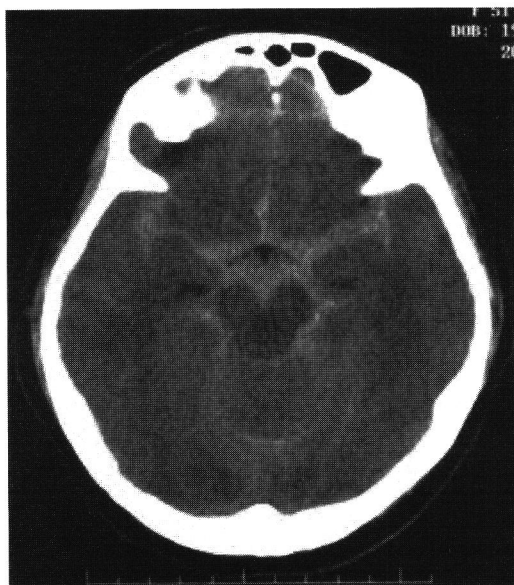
頭部単純 CT：広範なくも膜下出血（発症日）
